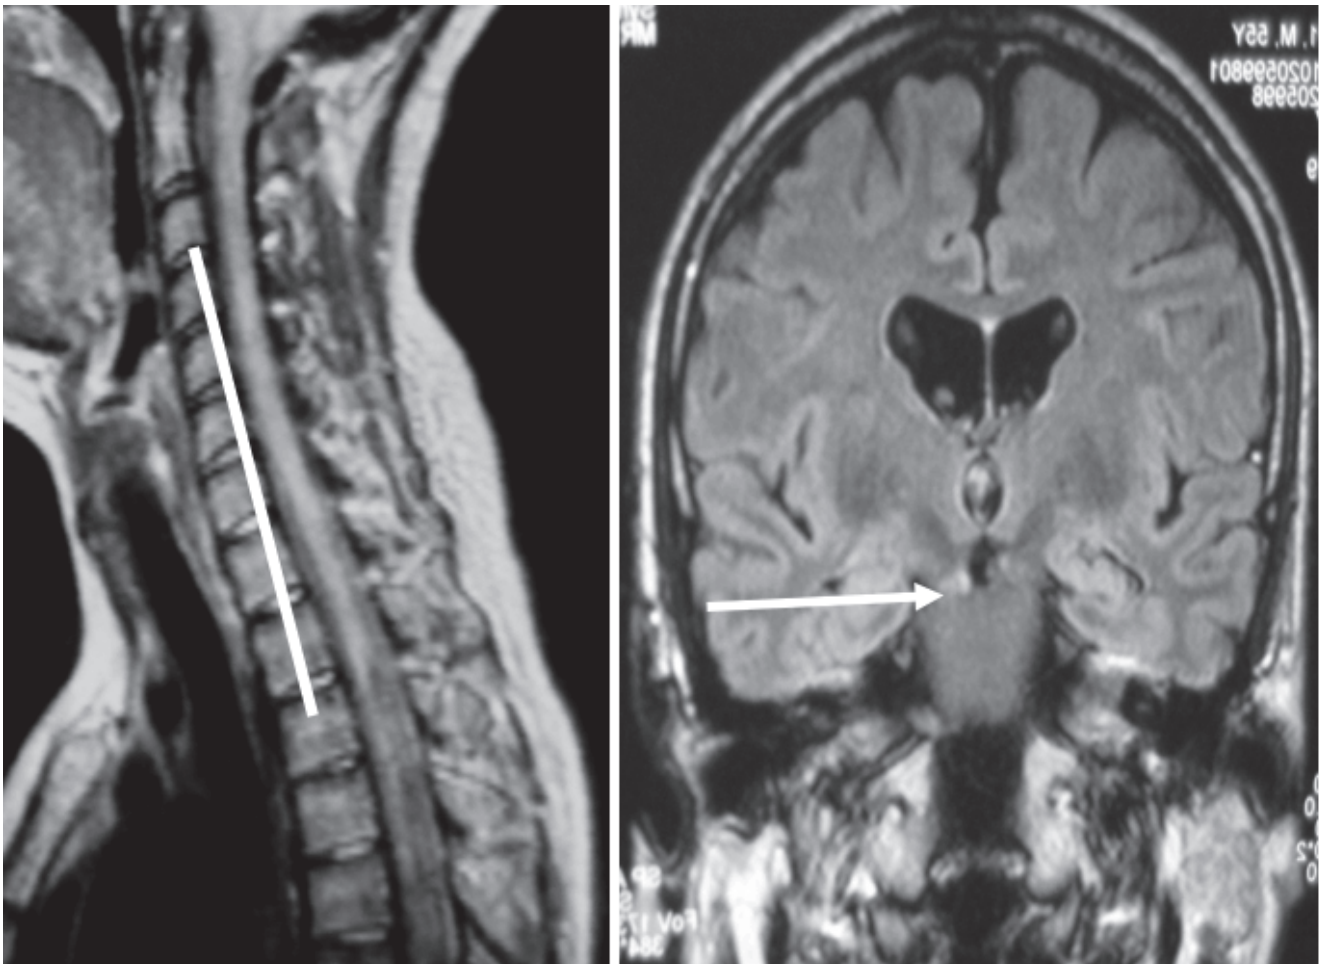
Estudio de RM de un caso (personal del autor) de NMO con presencia de anti-AQP4: hiperseñal extensa en médula cervical (flecha) e hiperseñal hipotalámica (flecha).
